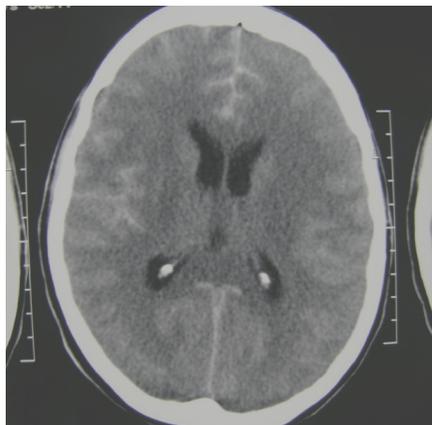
TC di ingresso: ESA diffusa
